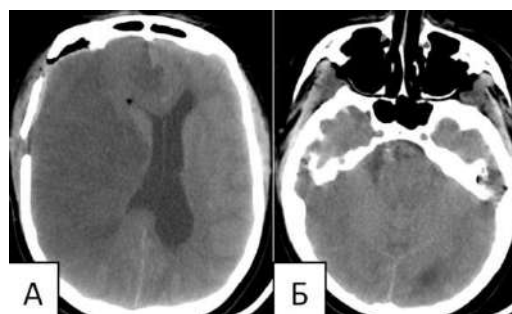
На КТ - обширный отек правого полушария с дислокацией 14,7 мм (А). Охватывающая цистерна не просматривается (Б).
